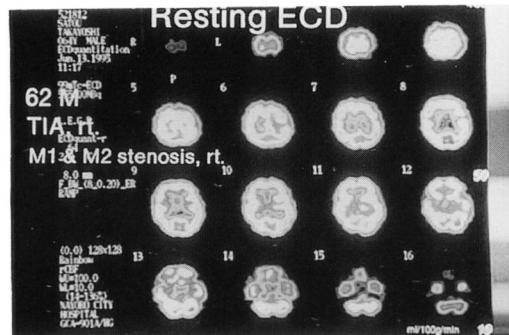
99m Tc-ECD SPECT（安静時）：皮質領域の血流はよく保たれている。
